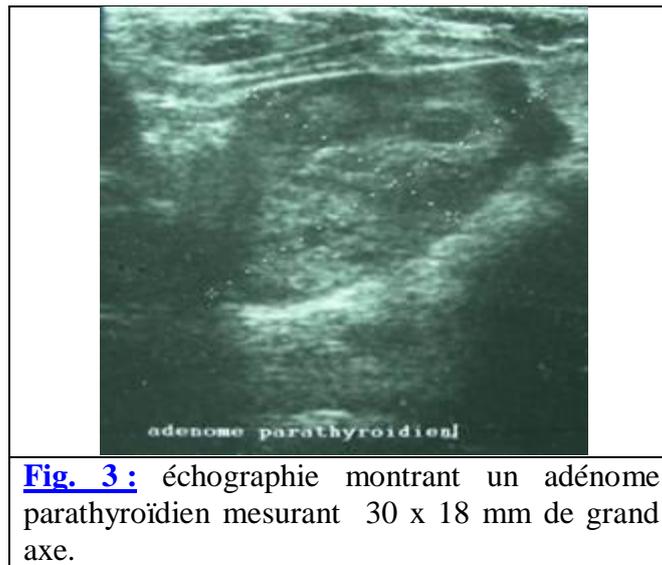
échographie montrant un adénome parathyroïdien mesurant 30 x 18 mm de grand axe.
